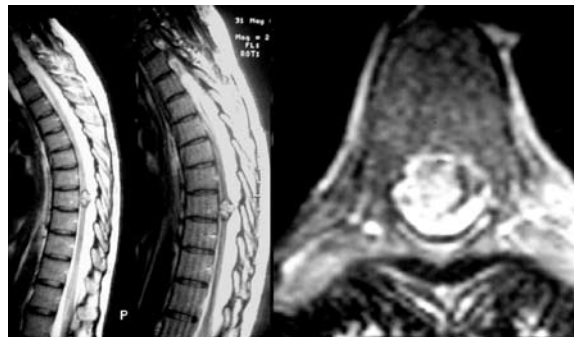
Ressonância magnética demonstrando cavernoma em medula torácica.
